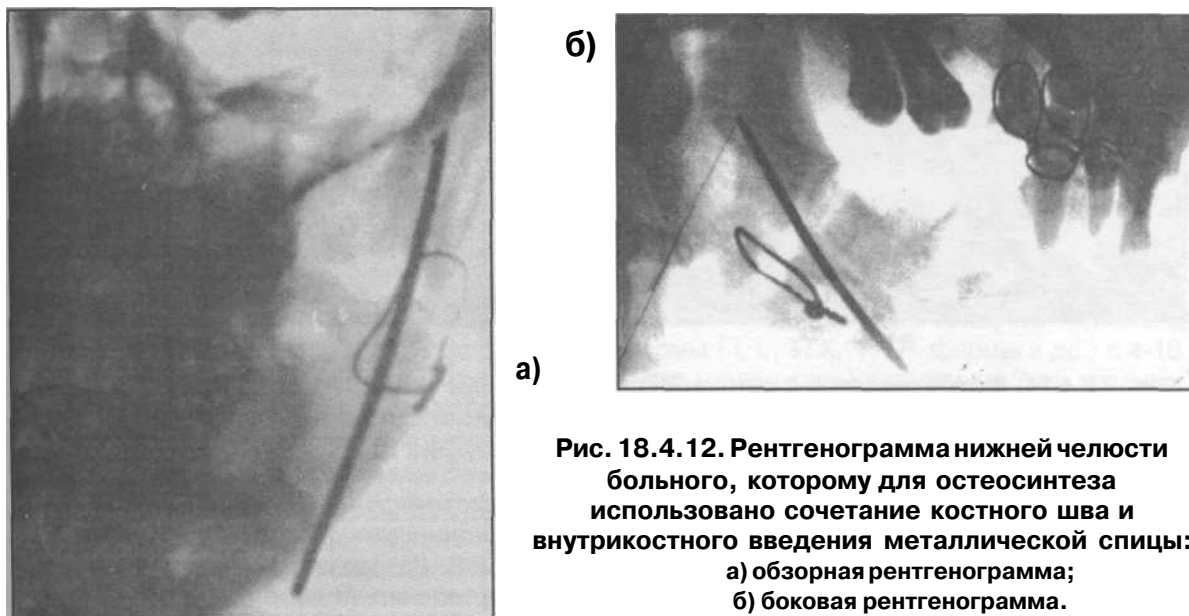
Рентгенограмма нижней челюсти больного, которому для остеосинтеза использовано сочетание костного шва и внутрикостного введения металлической спицы:
